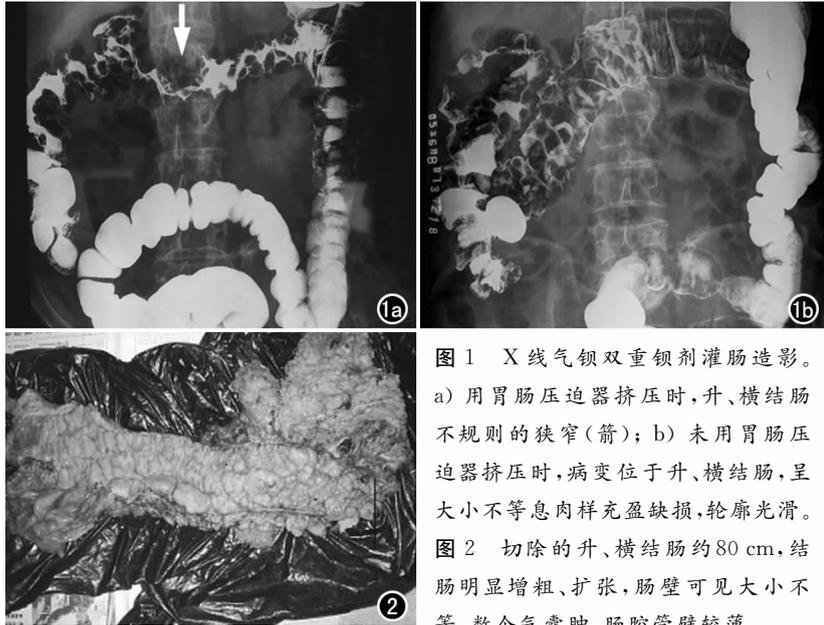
X线气钡双重钡剂灌肠造影。a) 用胃肠压迫器挤压时,升、横结肠不规则的狭窄(箭); b) 未用胃肠压迫器挤压时,病变位于升、横结肠,呈大小不等息肉样充盈缺损,轮廓光滑。
